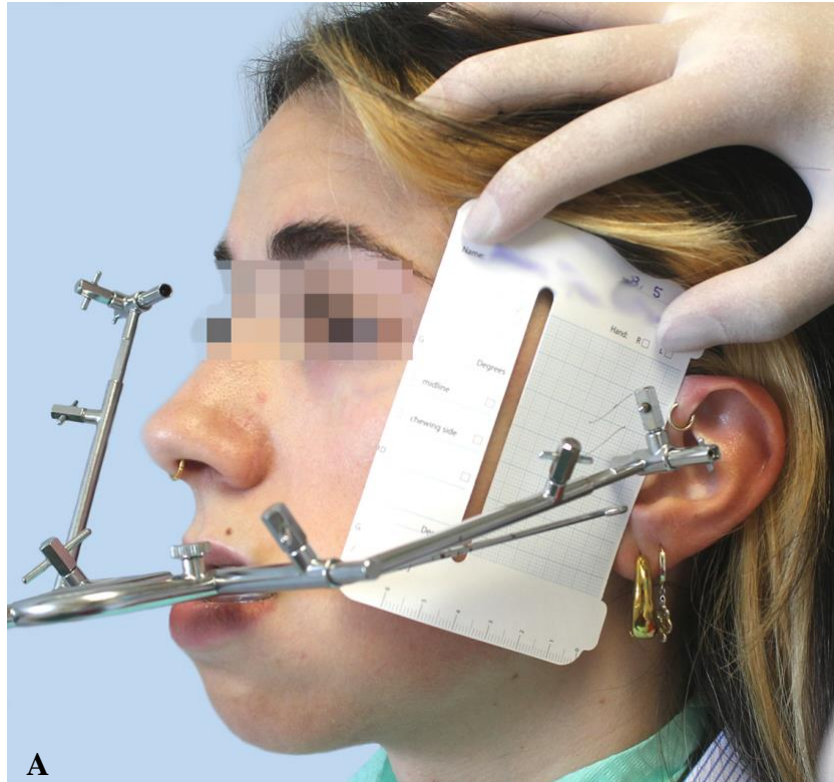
A: Con el axiógrafo posicionado, se palpa el punto infraorbitario para determinar la correcta posición de la tarjeta. B: Inicio de los registros de la TC izquierda.
